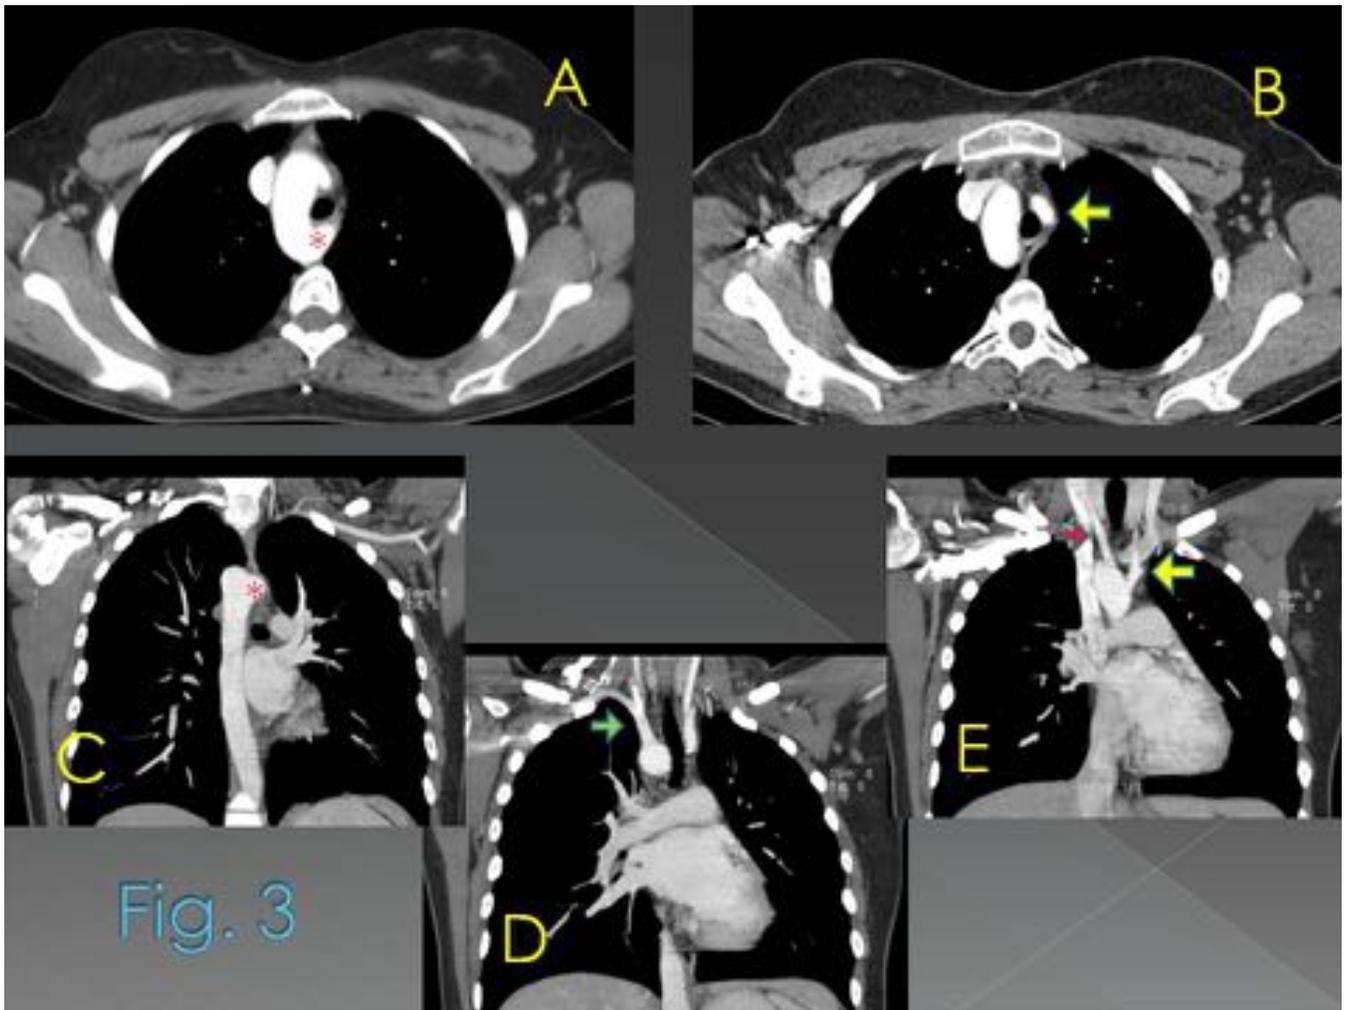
Imágenes axial (A, B) y coronal (C, D, E) de TC con contraste que muestran un arco aórtico derecho en espejo, con tronco braquiocefálico izquierdo (flecha amarilla), carótida común derecha (flecha roja), arteria subclavia derecha (flecha verde) y divertículo de Kommerell (*).
